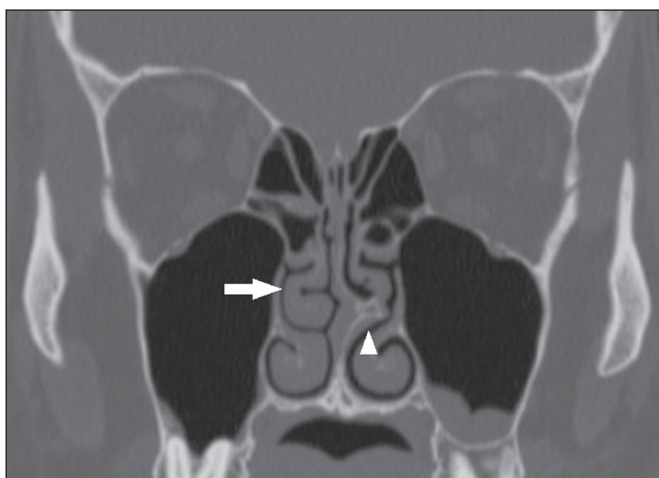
TC, janela óssea, corte coronal, demonstrando o aspecto paradoxal do corneto nasal médio direito (seta). Observar, ainda, o septo nasal apresentando acentuado esporão ósseo à esquerda (cabeça de seta).
